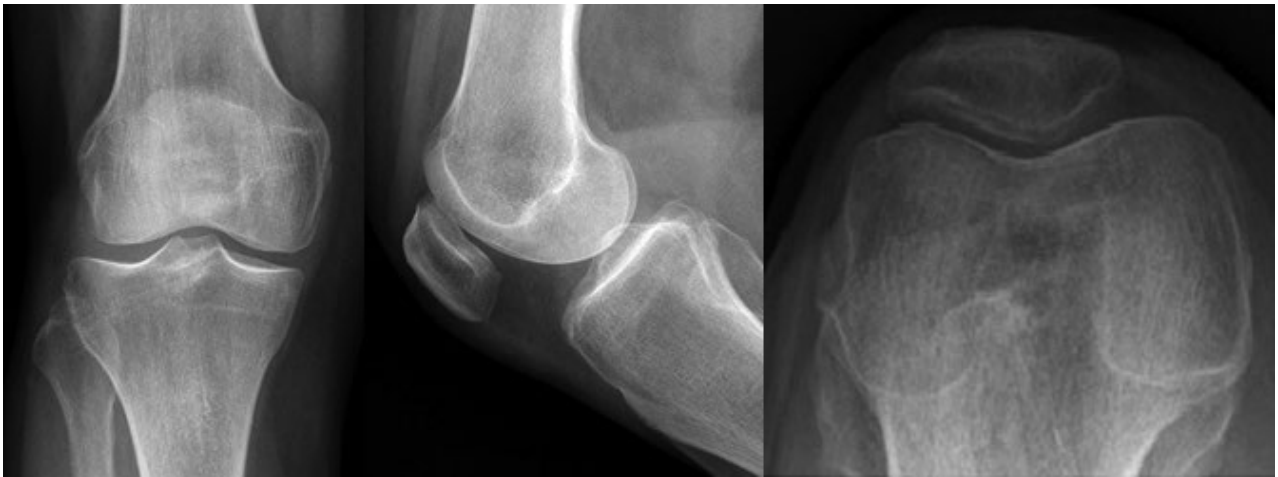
Radiografías preoperatorias de frente, perfil y axial de rótula. Se observan cambios degenerativos leves (Ahlbäck 1, IKDC B).
